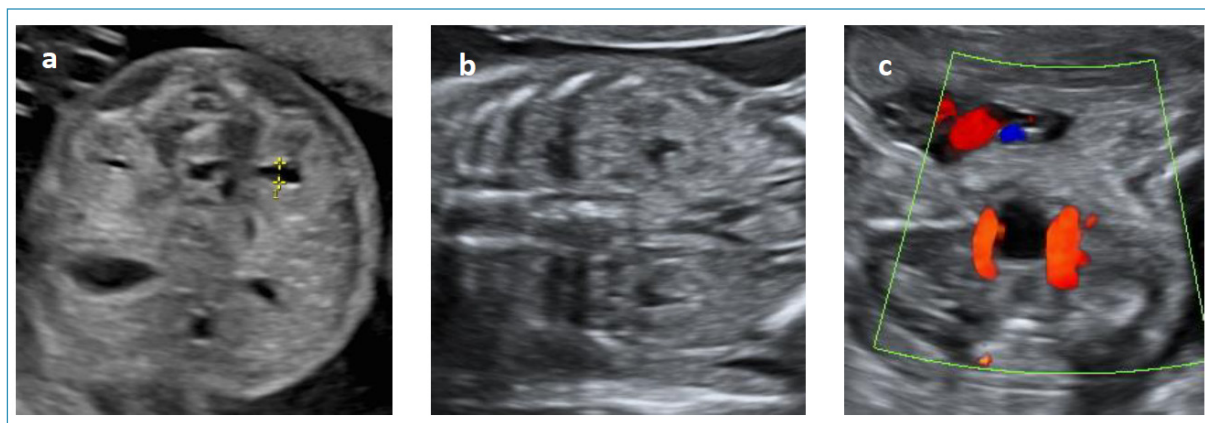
a) Riñones en corte axial. Medida de la pelvis renal. b) Riñones en plano coronal. c) Doppler de las dos arterias umbilicales rodeando la vejiga.
